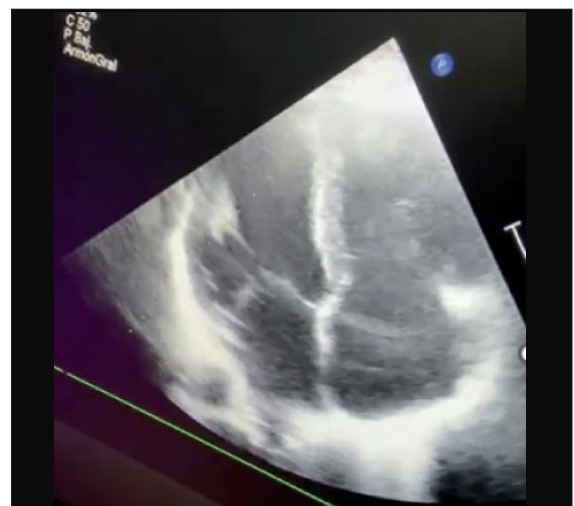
Ecocardiograma transtorácico bidimensional. Plano 4 cámaras. Fuente: los autores.
